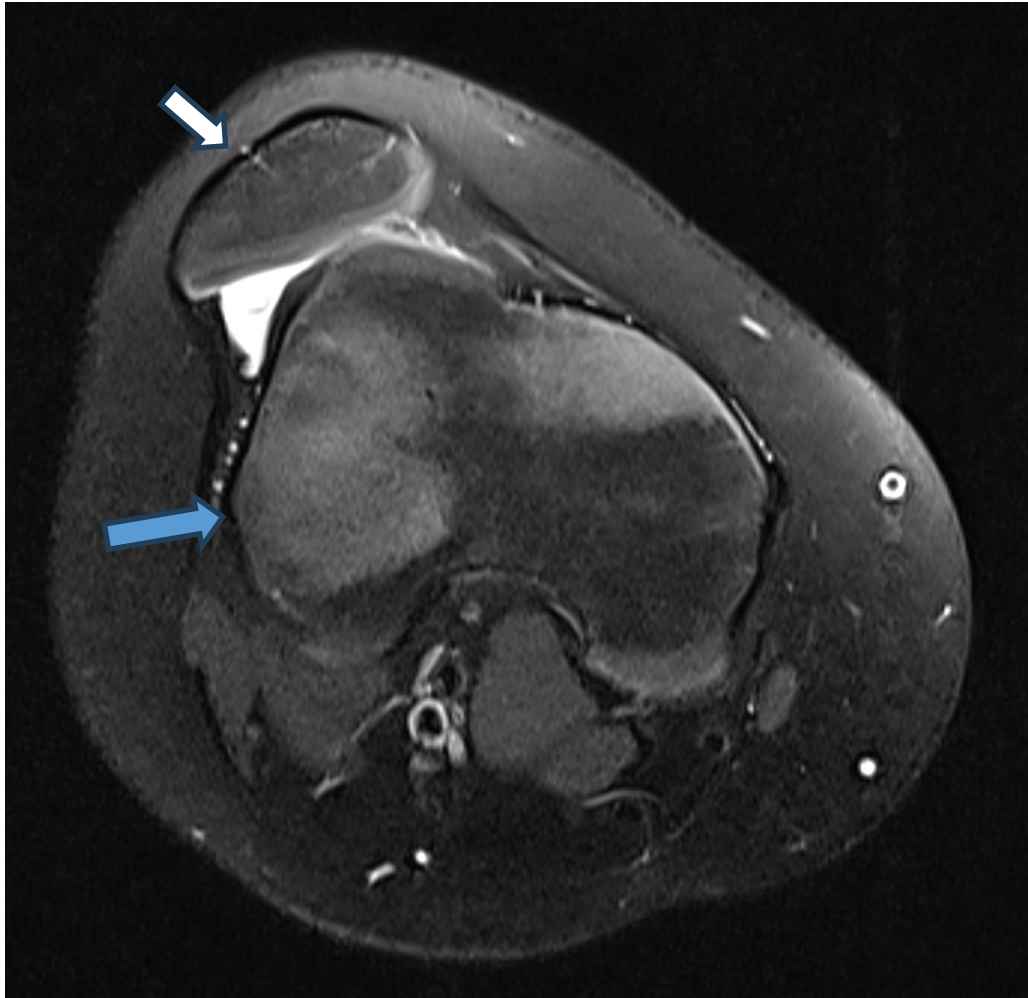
RM de rodilla, axial, secuencia T2.
